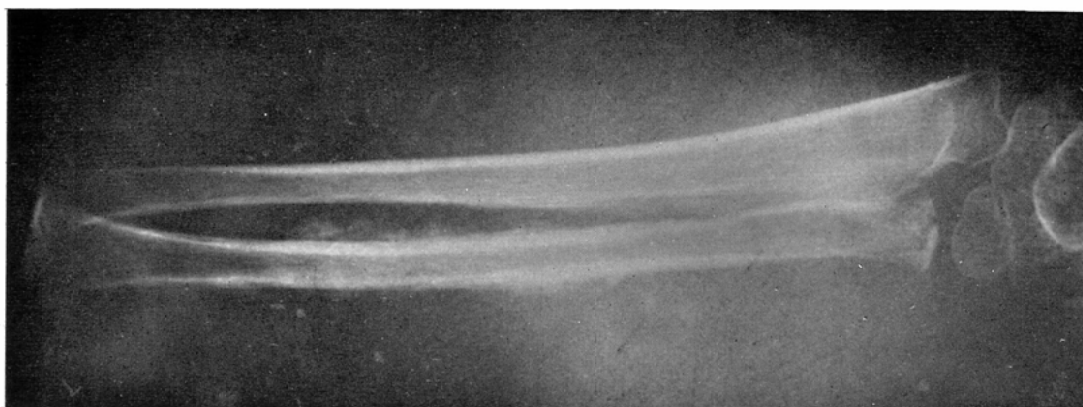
X-ray of the right ulna and radius. It shows periosteal reaction, but almost no bone destructions.
